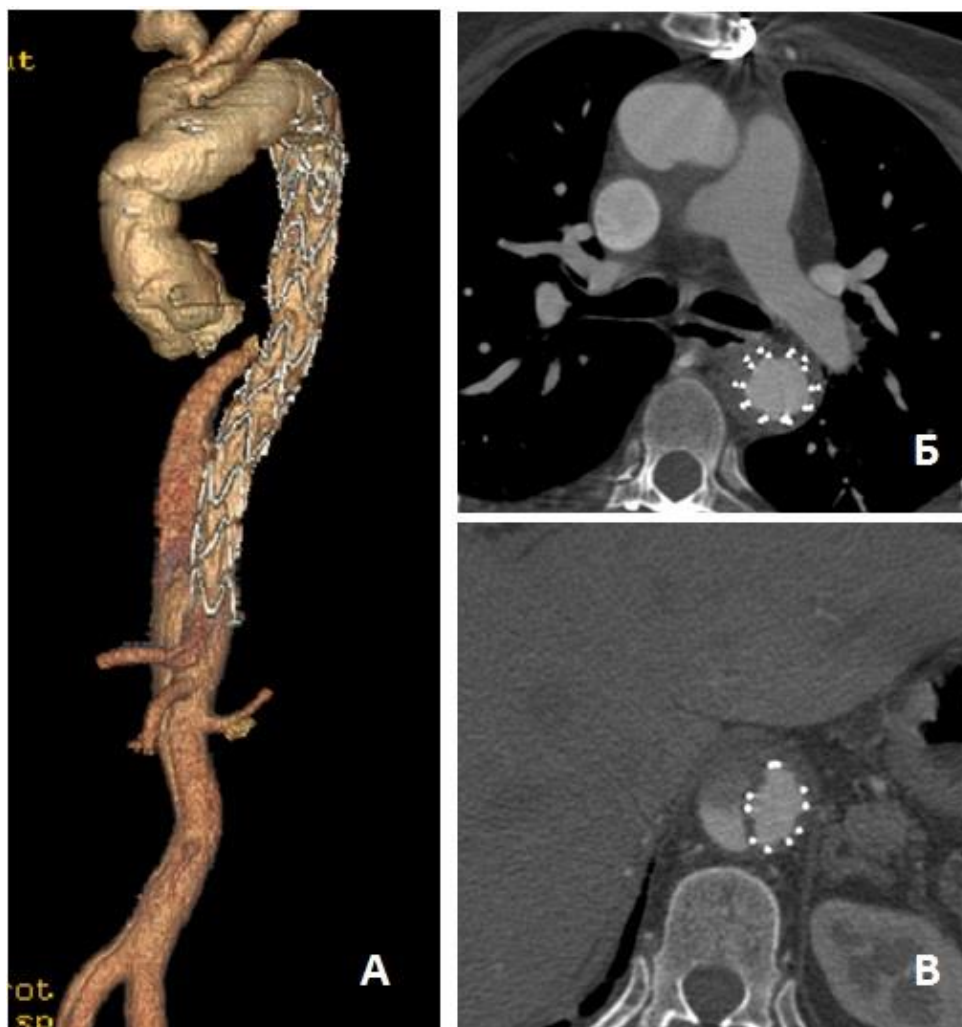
МСКТ-аортография пациентки К. Ранний послеоперационный период после имплантации дополнительного стент-графта в нисходящий отдел аорты («Elongated FET»). Формирующийся тромбоз ложного канала аорты на протяжении дополнительно установленного стент-графта: А – трехмерная реконструкция аорты; Б – аксиальный срез на уровне бифуркации легочной артерии; В – аксиальный срез на уровне дистального края дополнительно установленного стент-графта.
